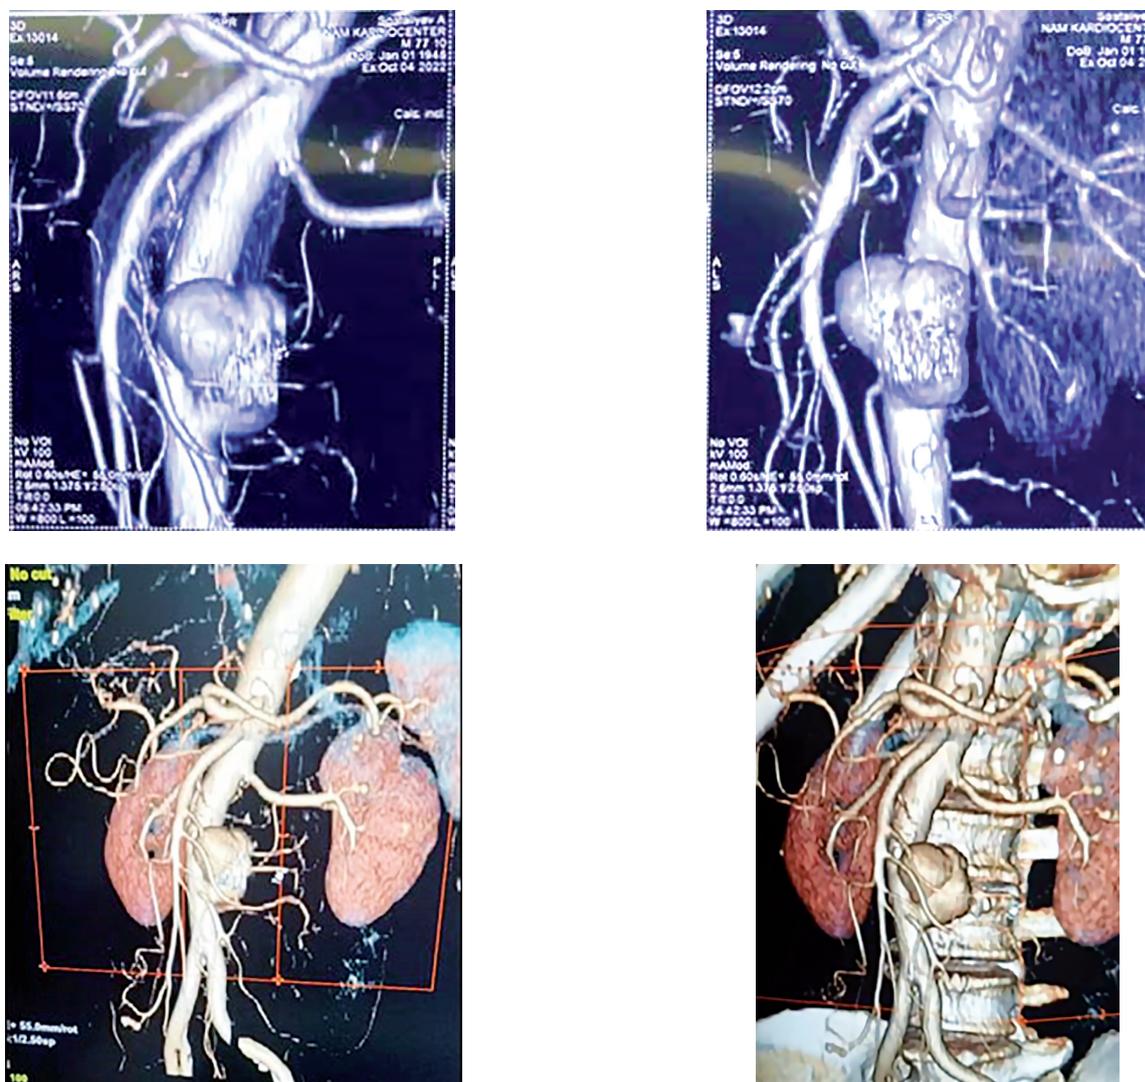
КТ-ангиография аневризмы инфраренального отдела аорты
